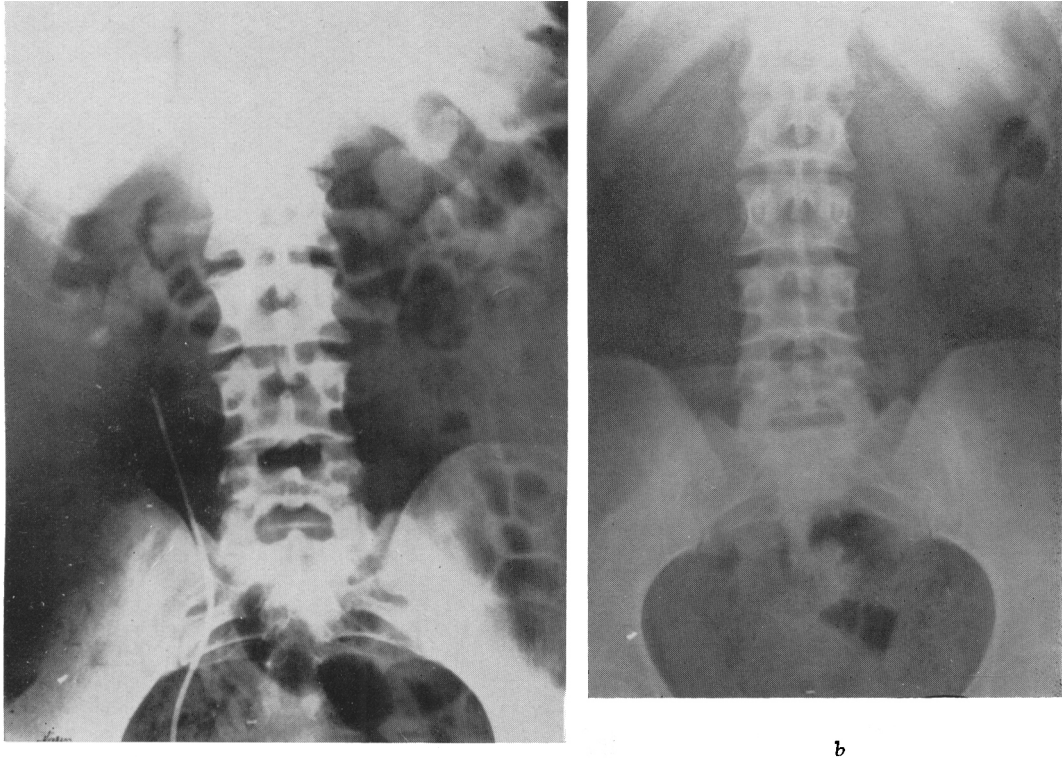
Röntgenleeraufnahmen der Nieren der Schwestern von Abb. 1. Kirschgrosstein bei *a* (links). Bei *b* liess sich ein Konkrement nicht nachweisen
